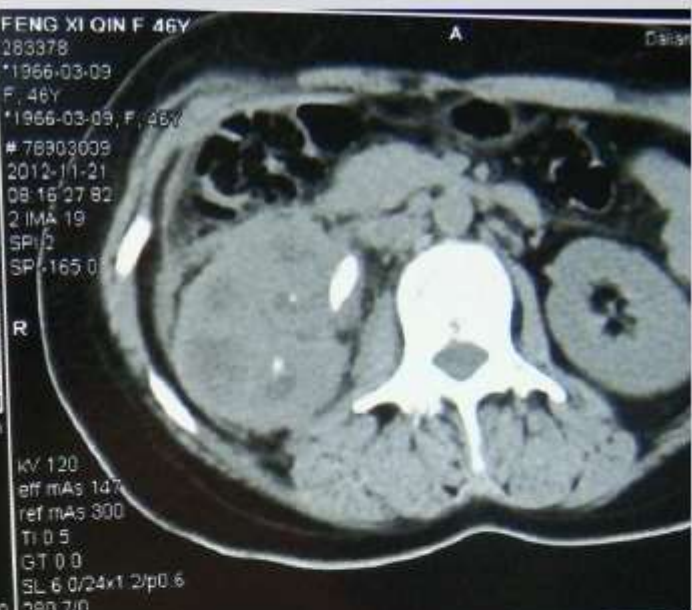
CT增强扫描示实质期以低密度以集合系统为中心，肾周筋膜炎性增厚
